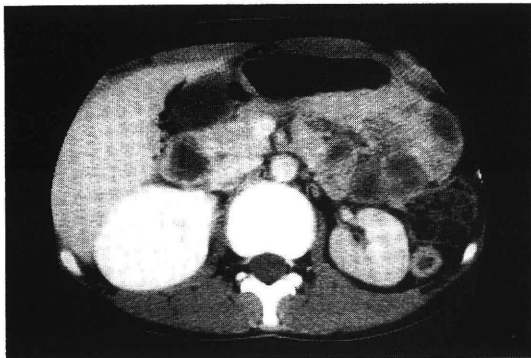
腹部CT, 右腎の腫大と左腎の萎縮を認めた。
